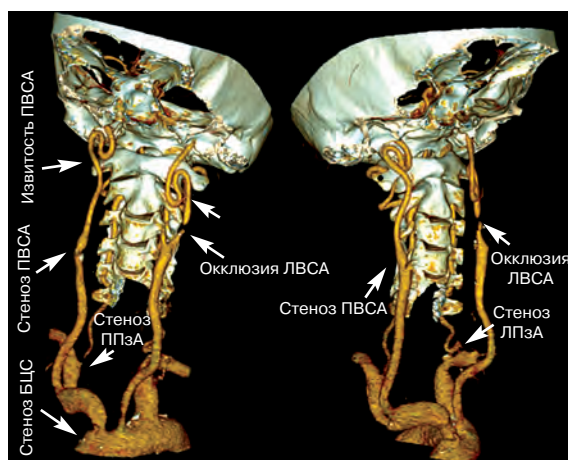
МСКТ-ангиография брахиоцефальных артерий. Передняя корональная проекция. Стрелками указаны места поражения.
